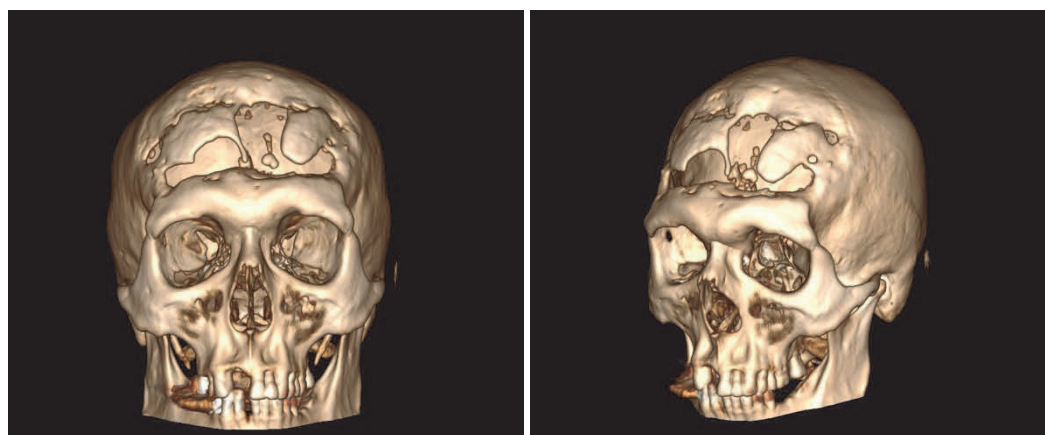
МСКТ в 3D-реконструкции, визуализация гигантского неправильной формы дефекта костей свода черепа в лобной области
